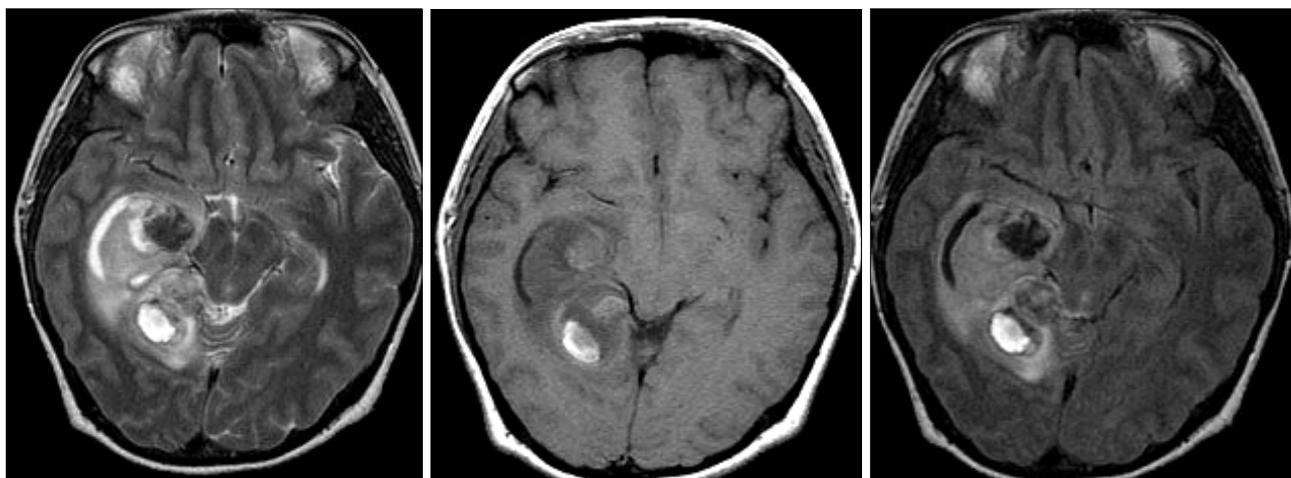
Preoperative axial magnetic resonance images(MRI) showing tumor with mixed signals on the right mesial and posterior temporal lobe.
